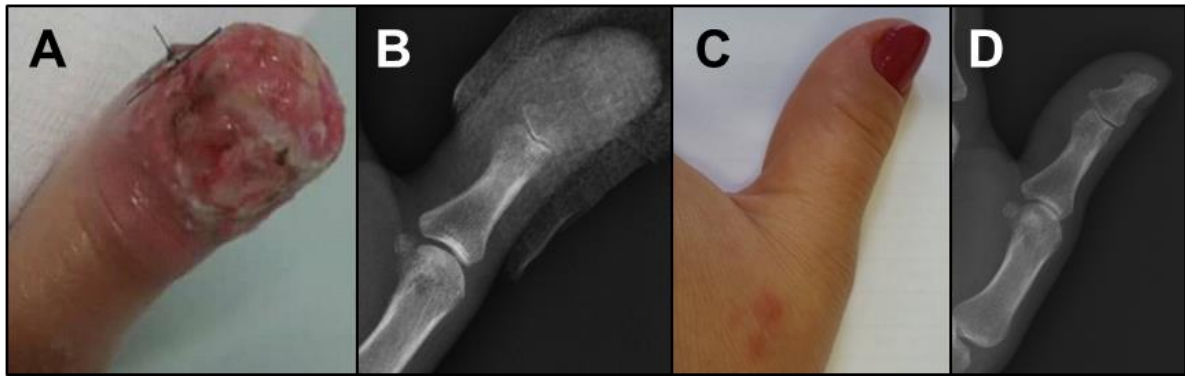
(caso 12): A) Exuberante lesão ulcerada de esporotricose cutânea fixa, com aumento de volume do 1º quirodáctilo direito (QDD). B) Radiografia - Destruição da falange distal do 1º QDD, com aumento de partes moles. C-D) Melhora clínica e radiológica após 9 meses. (Fonte: A, C - Laboratório de Pesquisa Clínica em Dermatologia Infecciosa; B, D - Serviço de Imagem do INI)
